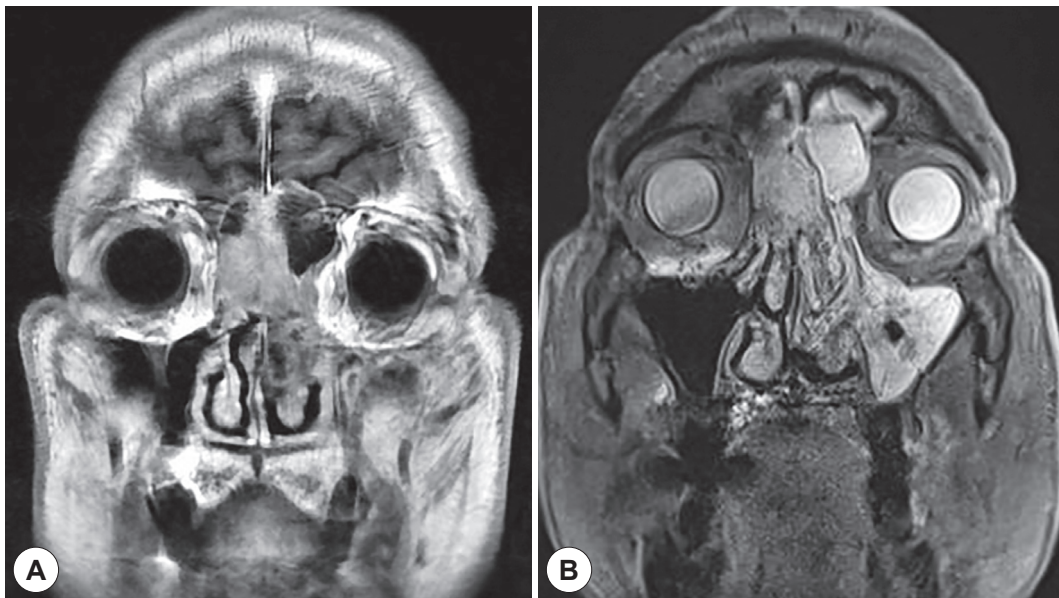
Brain magnetic resonance images (MRI). Coronal T1-weighted scan (A) and T2-weighted scan (B) show ill-defined inhomogeneous mass of intermediate signal intensity in nasal cavity, frontal sinus, frontal base and left maxillary sinus.
